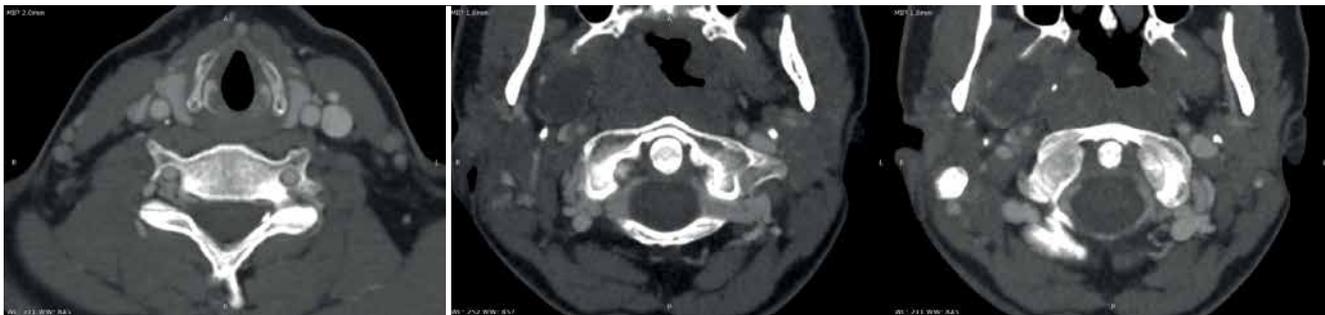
Компьютерно-томографическая ангиография. Аксиальные постконтрастные изображения. Визуализируются измененные сосуды полости носоглотки и ротоглотки
